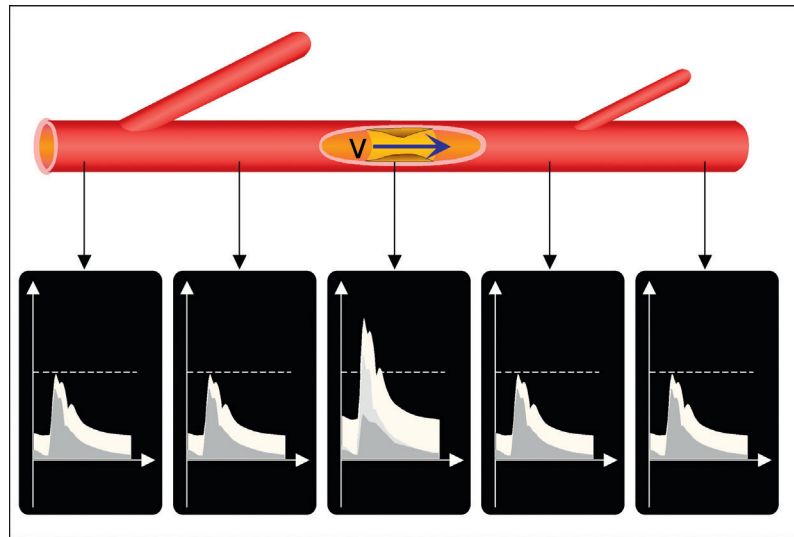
Lorsqu'une plaque réduit de plus de 30 % le diamètre artériel, elle provoque une accélération circulatoire perceptible, avec une dispersion spectrale. Le tracé Doppler ne montre pas d'altération manifeste en amont ou en aval.
